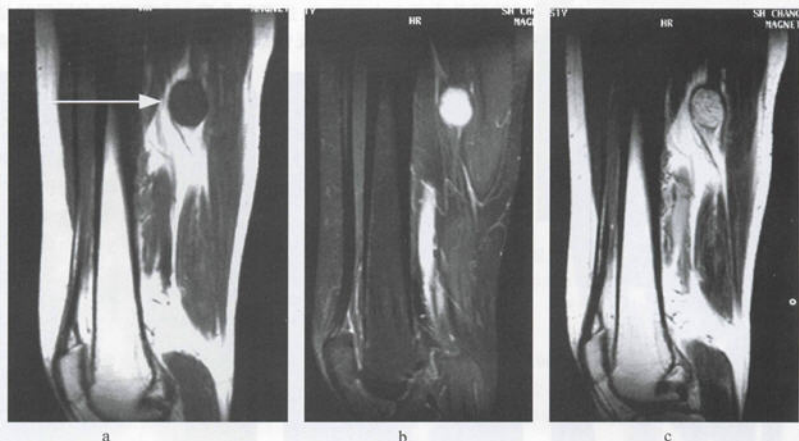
大腿后部肌间隙内神经纤维瘤 MRI
